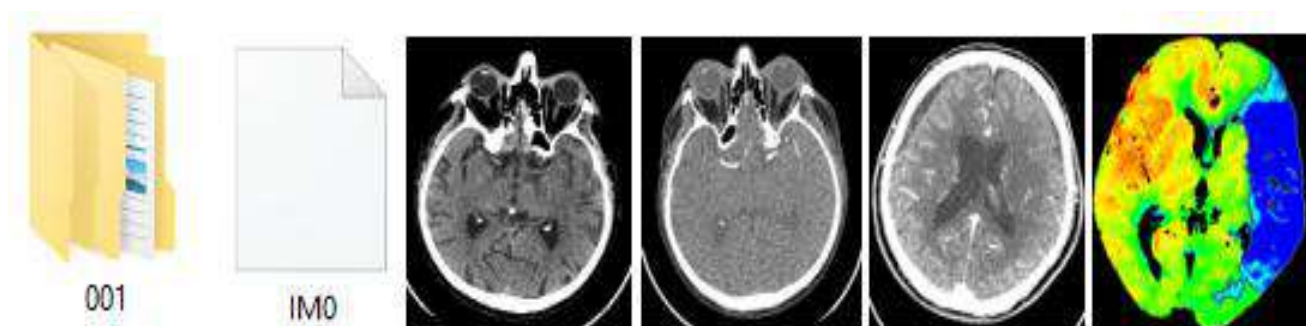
Пример данных из базы компьютерно- томографических исследований пациентов с клинической картиной острого нарушения мозгового кровообращения в бассейне средней мозговой артерии
